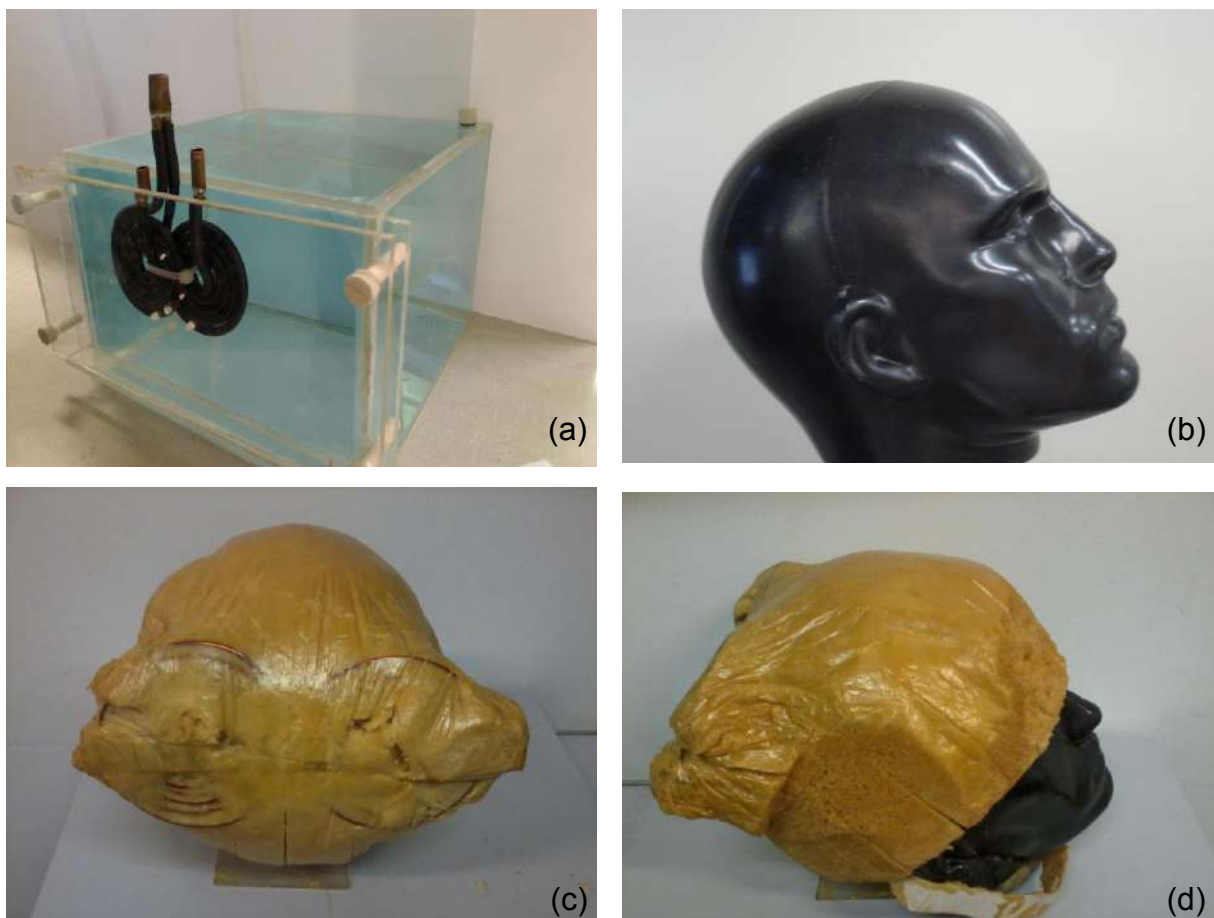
Montagem experimental para medida do campo magnético por MRI. (a) fantoma de acrílico preenchido com solução de sulfato de cobre; (b) fantoma de cabeça preenchida com a mesma solução; (c) fantoma de cabeça vestindo capacete com uma bobina em forma de 8, $10 \times 20 \text{ cm}^2$, semelhante a da Neurosoft; (d) vista lateral do fantoma com o capacete.
